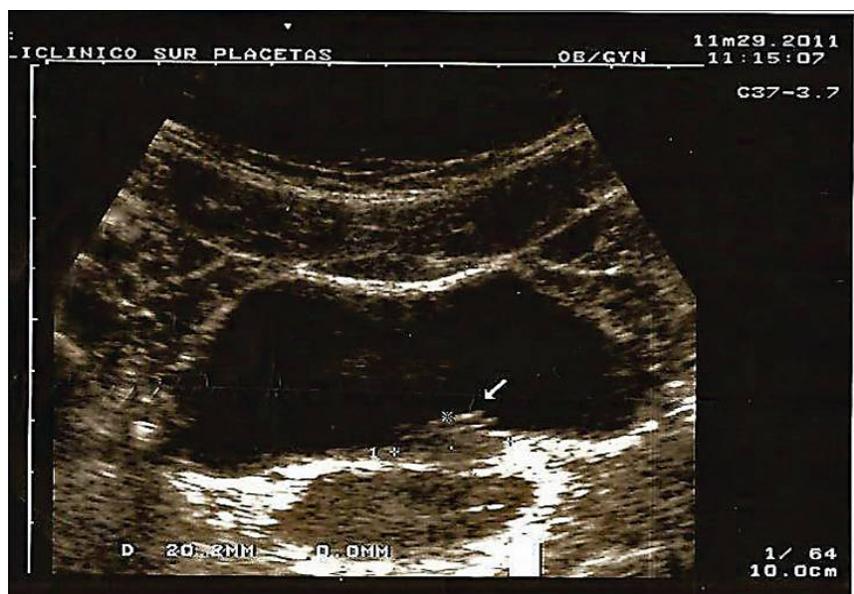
Ecografía abdominal con formación ecogénica intravesical
